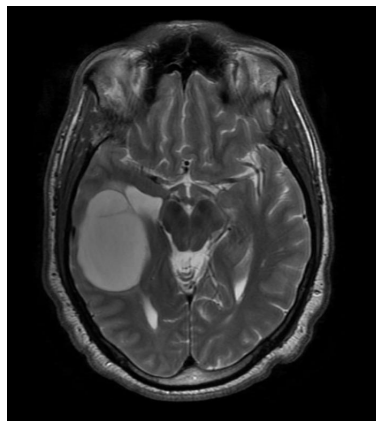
Oligodendroglioma, immagine di RM
